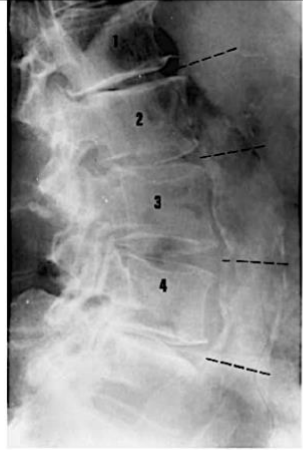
Assessment of aortic calcifications segmentally from lateral lumbar radiograph, scoring 0 for aortic calcifications (both posterior and anterior) in front of L1 vertebra, 2 for calcification in the posterior wall, 1 for anterior wall in front of L2 vertebra and 3 for calcifications in front of L3 and L4 vertebrae.
